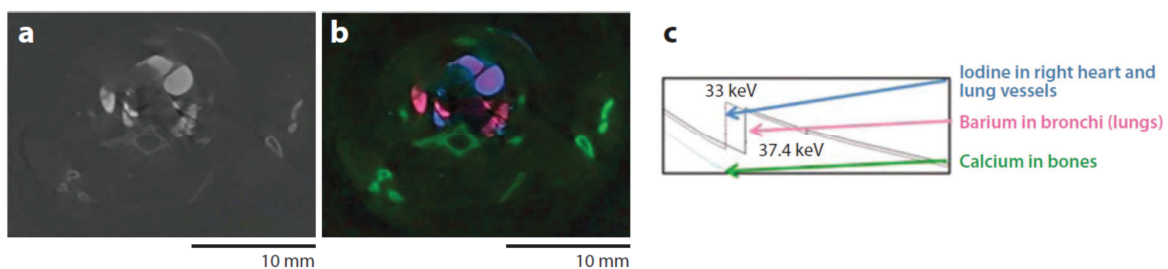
Figure d'après (Ritman 2011). K-Edge subtraction. A) Image CT (atténuation) d'un thorax de souris. Du sulfate de bariure a été injecté dans l'arbre bronchique et un agent de contraste iodé a été injecté dans les artères pulmonaires. B) En sélectionnant différentes énergies, et en reconstruisant en prenant en compte les atténuations des éléments connus à ces énergies, il est possible de différencier les quantités des différents matériaux. C) coefficient d'atténuation des différents éléments recherchés en fonction de l'énergie.
